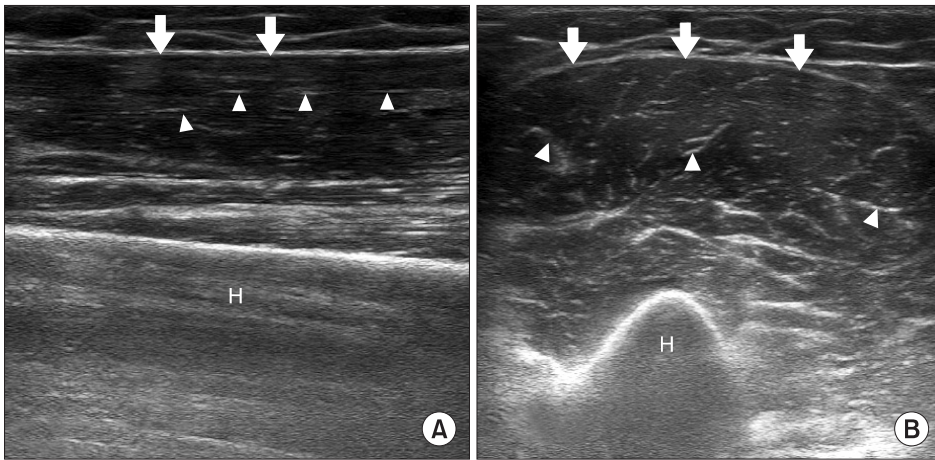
Ultrasonography (US) findings of normal skeletal muscle. Long axis (A) and short axis (B) US image of the biceps brachii muscle shows innumerable hyperechoic lines (arrowheads) consistent with perimysium. The epimysium (arrows) demarcates the outer boundaries of the muscle. H, humerus.
